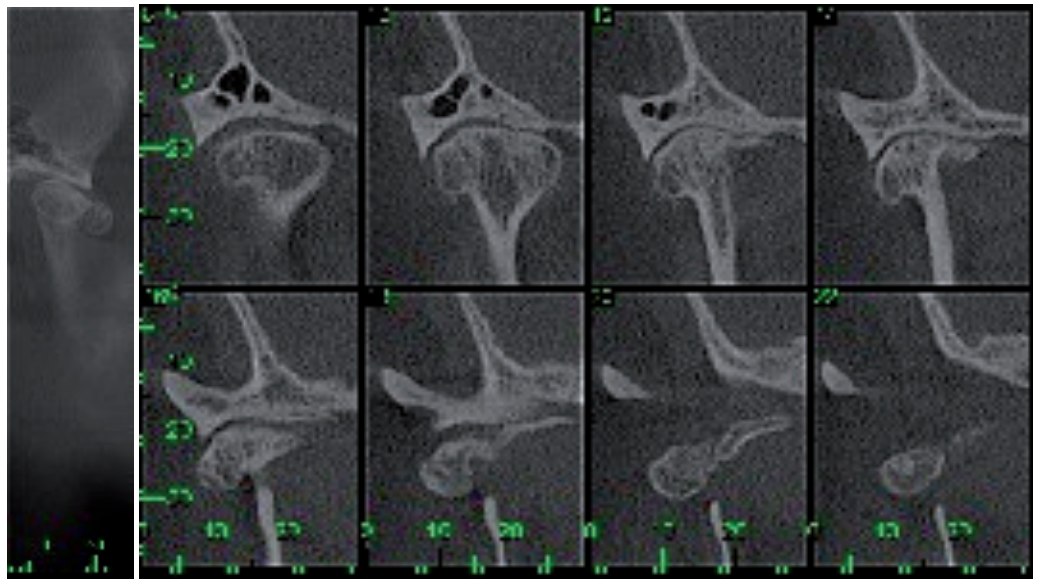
Cortes coronales de Cone Beam 3D, donde se observan islotos óseos de formas irregulares ubicados hacia anterior en relación a la cabeza del cóndilo mandibular derecho además de una exostosis en su polo lateral.
